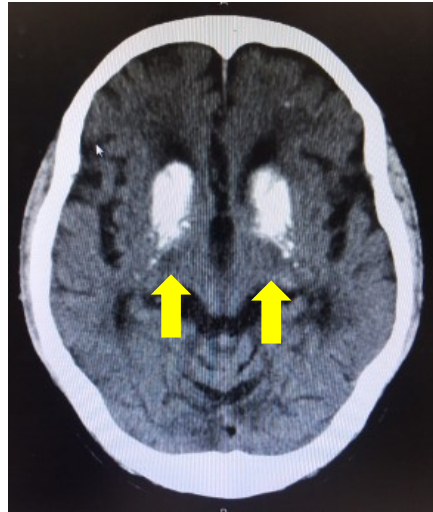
(A) 症例 2 : 頭部単純 CT 画像
